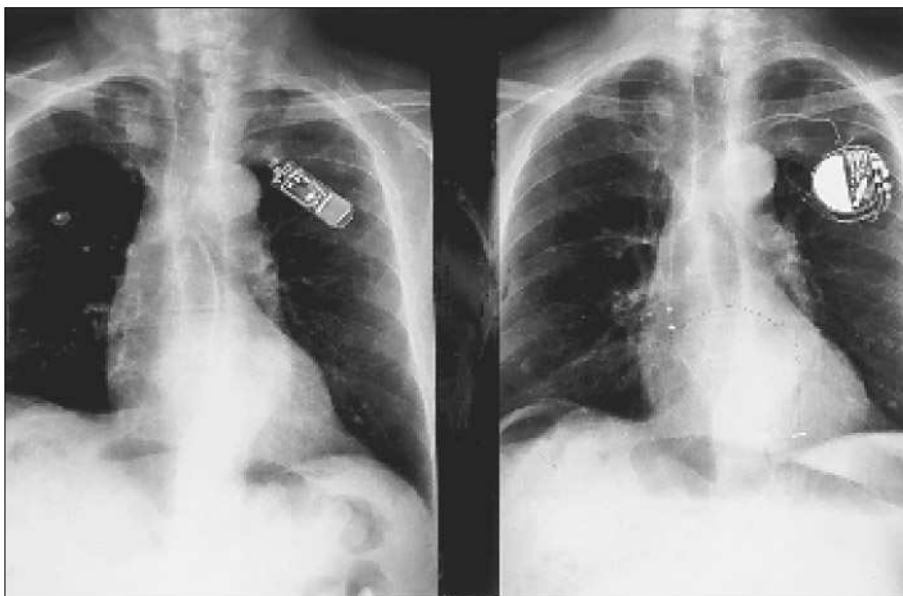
Radiografías de tórax. Izqda.: sistema de Holter implantado en la región pectoral izquierda. Dcha.: marcapasos implantado en la misma zona, con aprovechamiento de la bolsa tras la retirada del Holter.
